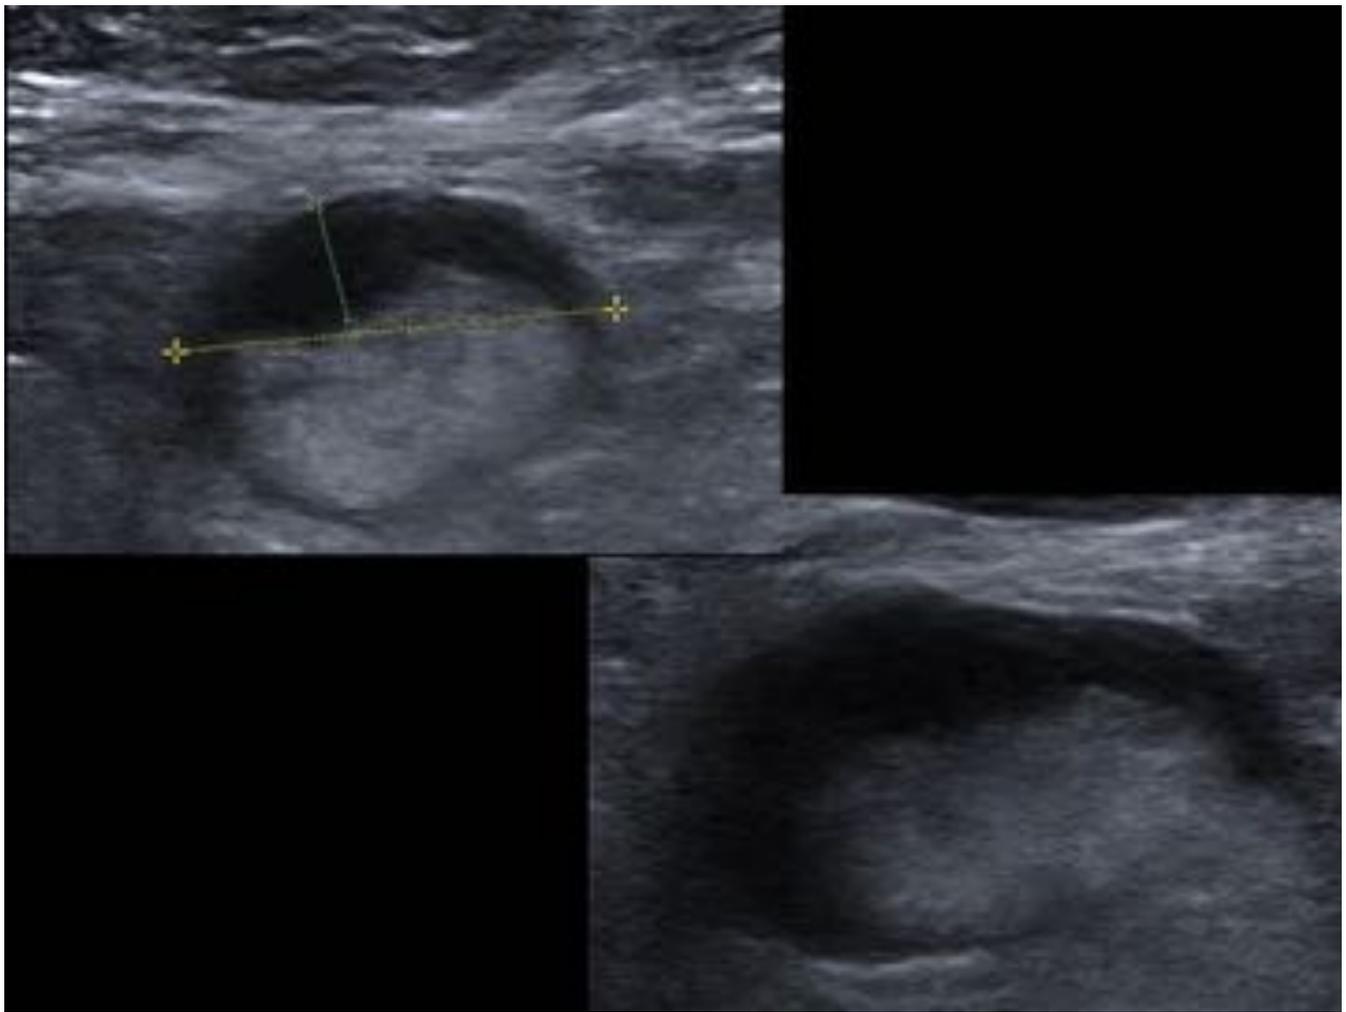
ECOGRAFÍA AXILAR. Ganglio axilar con engrosamiento cortical y eje corto aumentado
